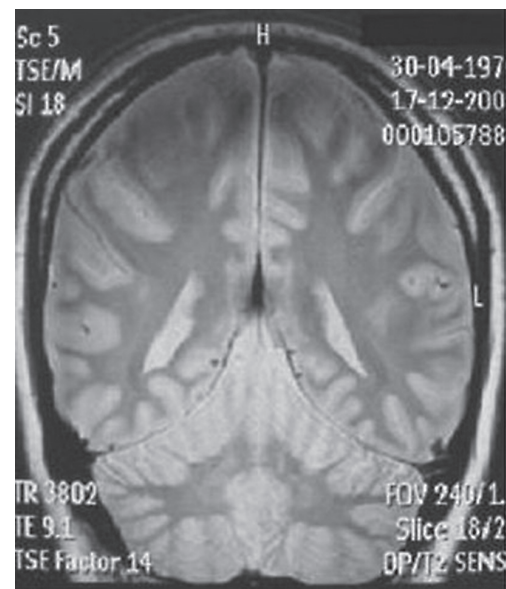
Resonancia magnética del cráneo mostrando la reabsorción de los hematomas 52 días después del diagnóstico.
